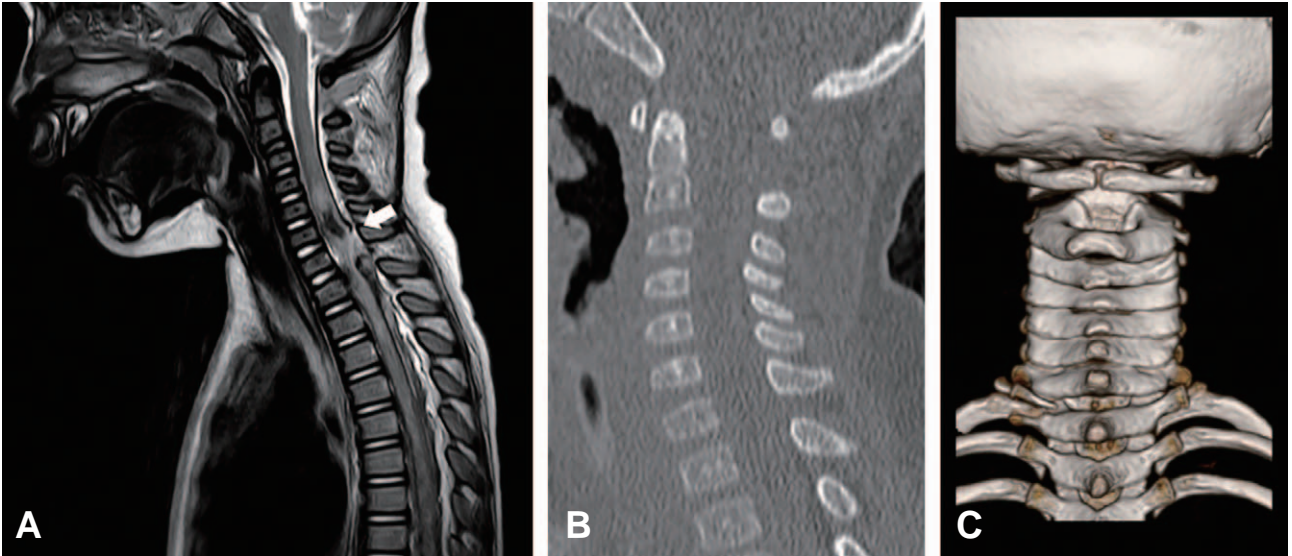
Cervical magnetic resonance imaging presents severe spinal cord injury and epidural hematoma at seventh cervical level (A). Initial cervical computed tomography showed no noticeable abnormality (B, sagittal image; C, 3-dimensional reconstruction image).
